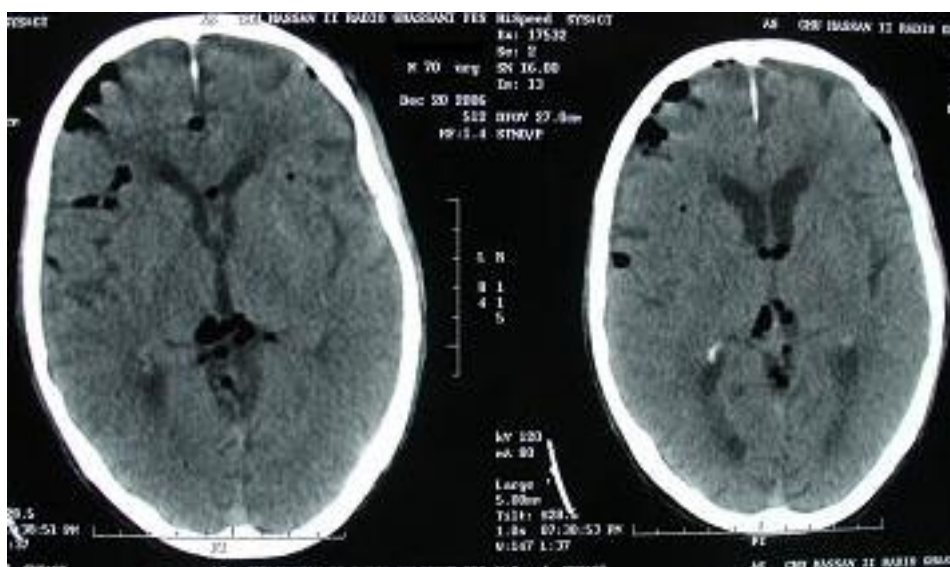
TDM en coupes axiales montrant une pneumocéphalie diffuse, sous arachnoïdienne, intra-parenchymateuse et ventriculaire.
